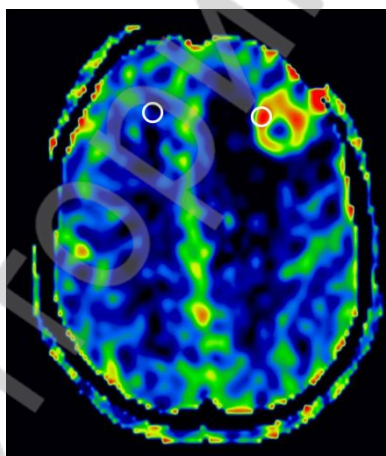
Измерение нормализованного перфузионного показателя в опухоли (справа) и в неизменённом белом веществе (слева)
